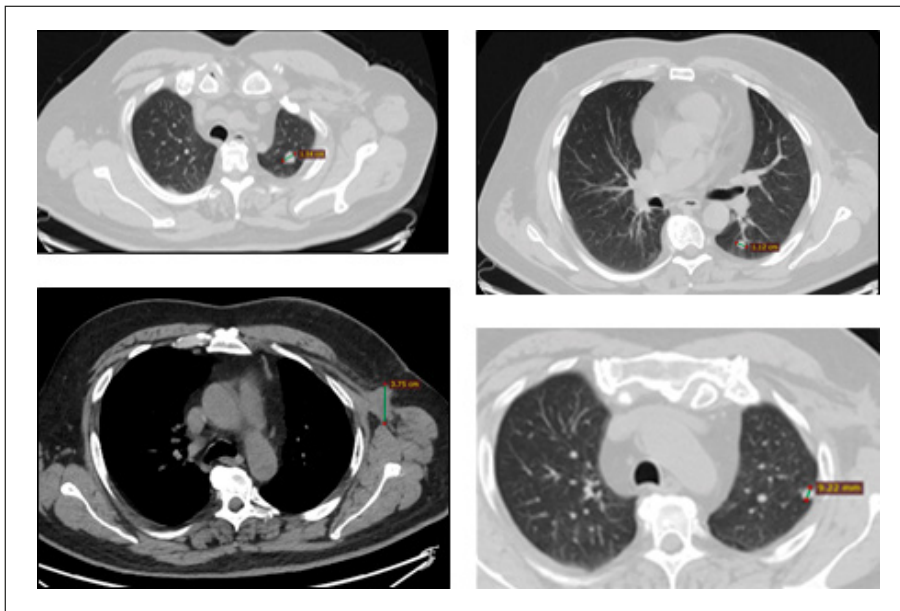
Secondarismi polmonari all'esame TC.
